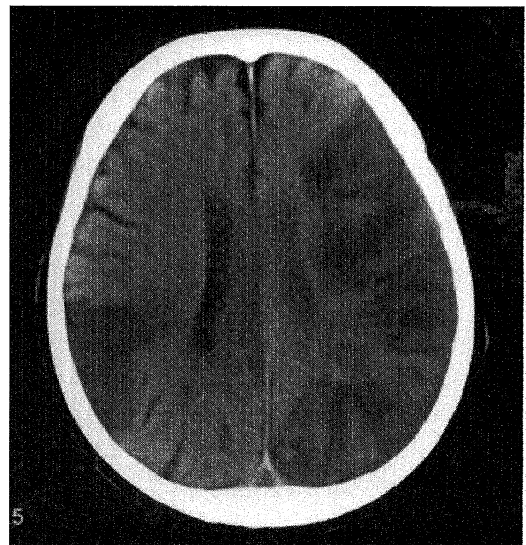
Follow-up brain CT scan at 11 days after the onset of the symptom showed multiple low density areas were seen in the cerebrum.
